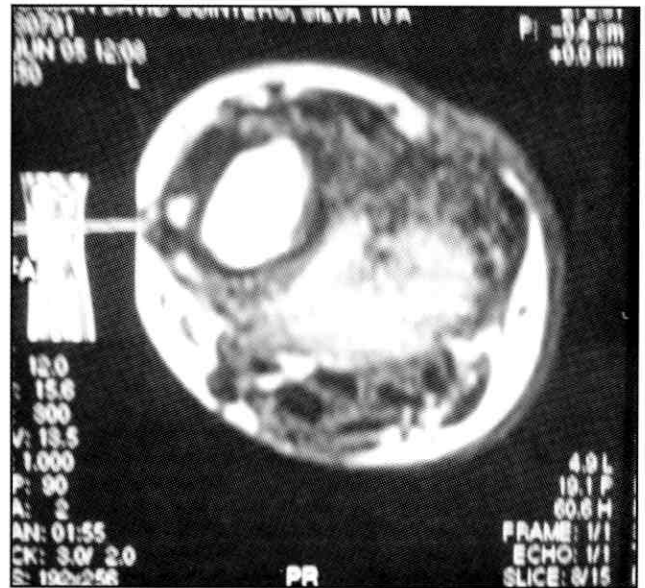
RMN de muñeca derecha, secuencia T1. Preoperatorio
